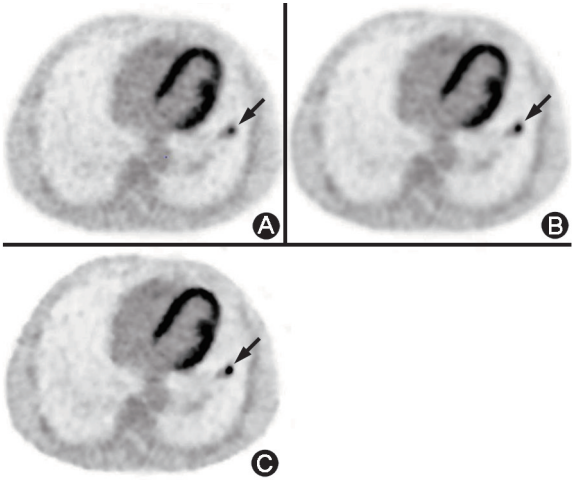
不同重建方法下的肺结节患者(男,58岁) 18 F-FDG PET 图像及病灶 SUV(箭头示左肺下叶小结节病灶,结节最大径 4.4 mm) A.有序子集最大期望值迭代法(OSEM)+飞行时间(TOF)算法[SUV_{max}:4.38,SUV_{mean}:3.52,SUV 峰值(SUV_{peak}):2.43];B.OSEM+TOF+点扩散函数(PSF)算法(SUV_{max}:5.59、SUV_{mean}:4.63,SUV_{peak}:2.77);C.Q.Clear 算法(SUV_{max}:7.77、SUV_{mean}:5.51,SUV_{peak}:3.29)
